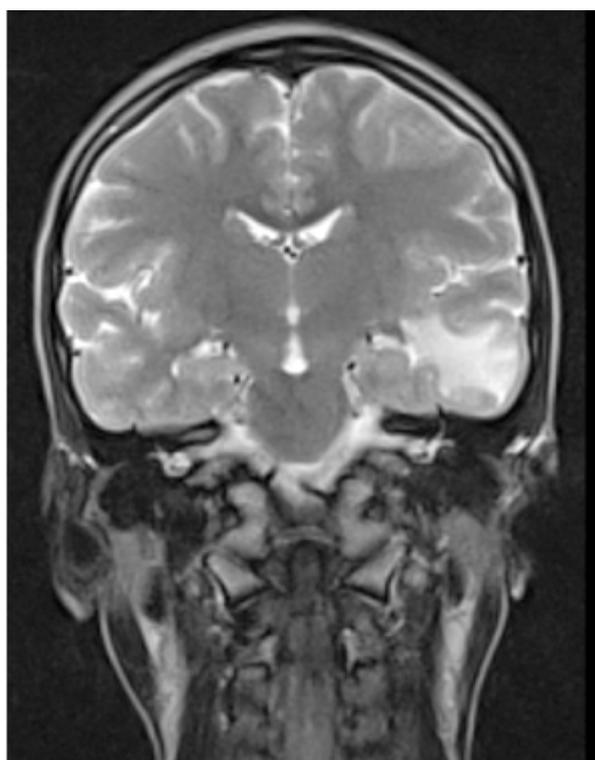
Resonancia magnética por imagen de 0,33 T secuencia T2 corte coronal, donde se observa imagen hiperintensa a nivel de lóbulo temporal izquierdo sugestiva de edema vasogénico.
